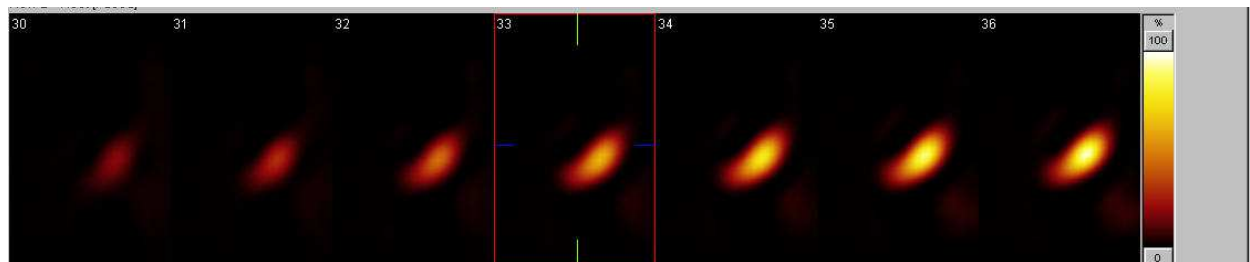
Fusão das imagens de perfusão obtidas através do SPECT perfusional (A) e das células mononucleares de medula óssea marcadas com ^{99m}Tc -HMPAO (B) 3 horas após a administração intra-coronariana.
